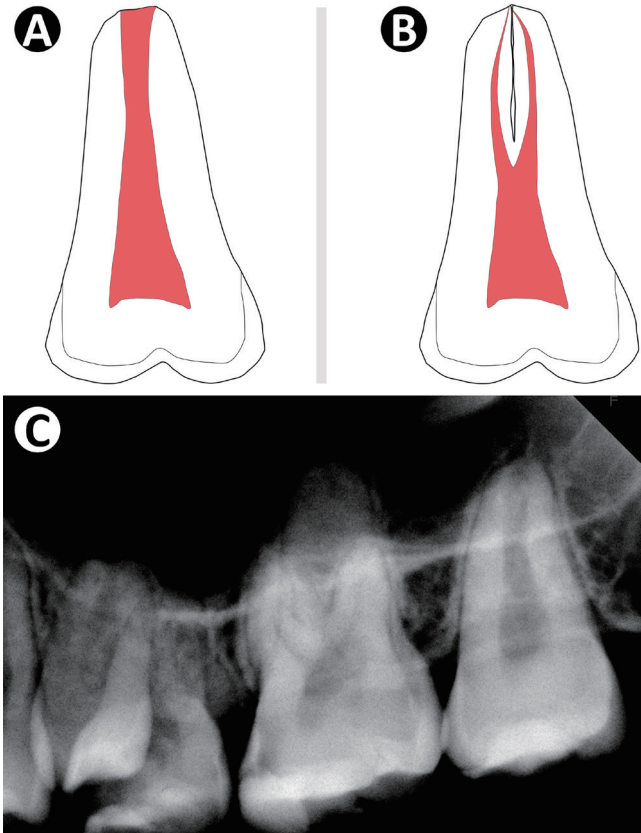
(A) Figure of pyramidal molar. (B) Figure of fused molar. (C) Periapical radiograph of pyramidal molar. Upper left second molar has 1 root and 1 canal.
